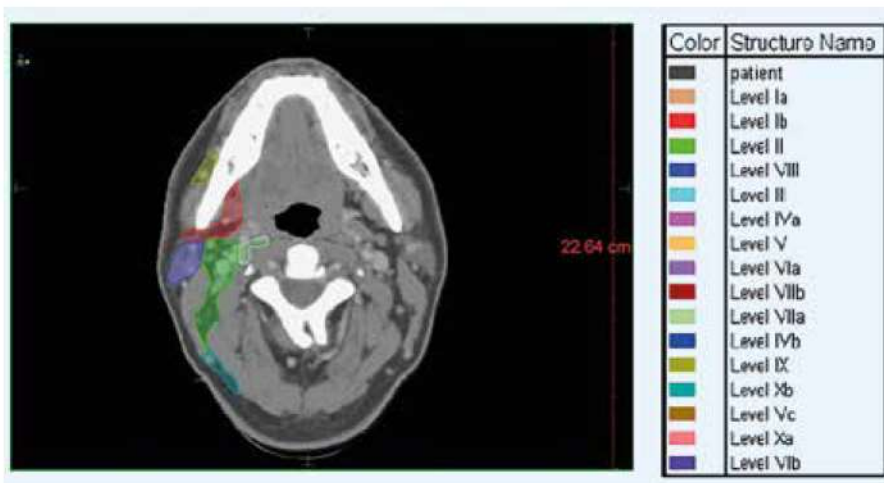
Ein axialer CT-Schnitt aus einem CT-Atlas mit auf der rechten Seite abgegrenzten zervikalen Lymphabflussregionen (aus 1). Dadurch ist eine hohe Standardisierung der Zielvolumendefinition möglich
